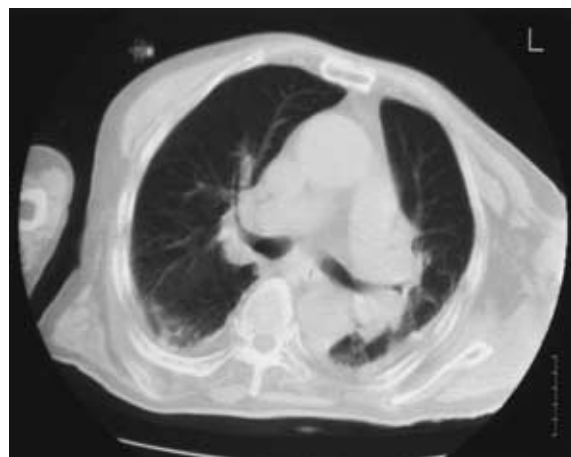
Chest CT showing ground glass opacity and slight pleural effusion bilaterally
